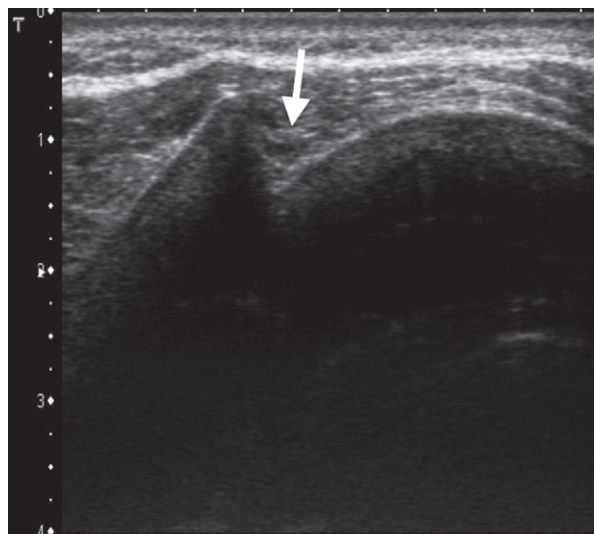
Traumatisme basithoracique gauche. Radiographie thoracique normale. L'échographie à l'aide d'une sonde superficielle linéaire objective une disjonction chondrocostale (*flèche*).
